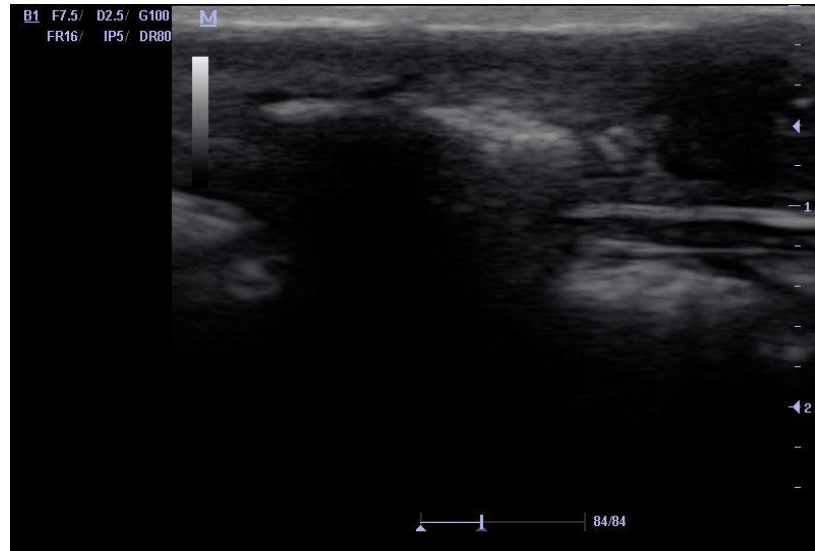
Первая серия, опыт № 4. УЗИ модели «остаточной» полости, 15 сутки после операции.
